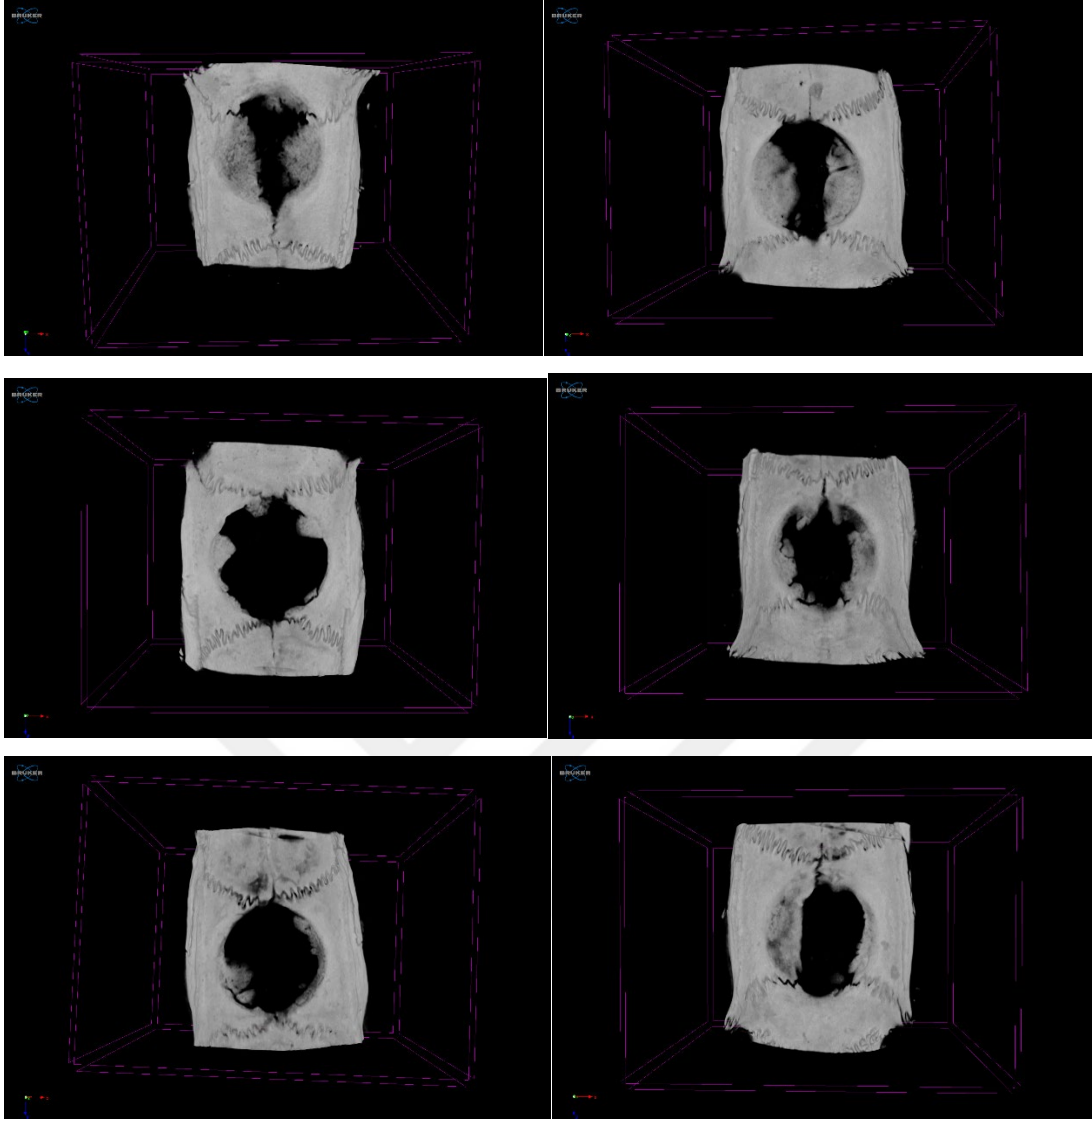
2.Grubun μ BT analizleri. (Resimler soldan sağa doğru sırayla 1-2, 3-4, 5-6 nolu sıçanlara ait yeni kemik dokusu gelişimini göstermektedir)
